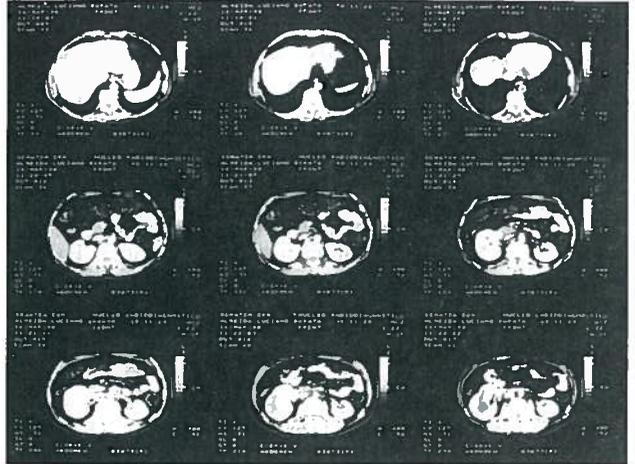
TAC abdominal com aspectos compatíveis com neoformação sólida com necrose central, a nível do polo inferior do rim direito (setas).
